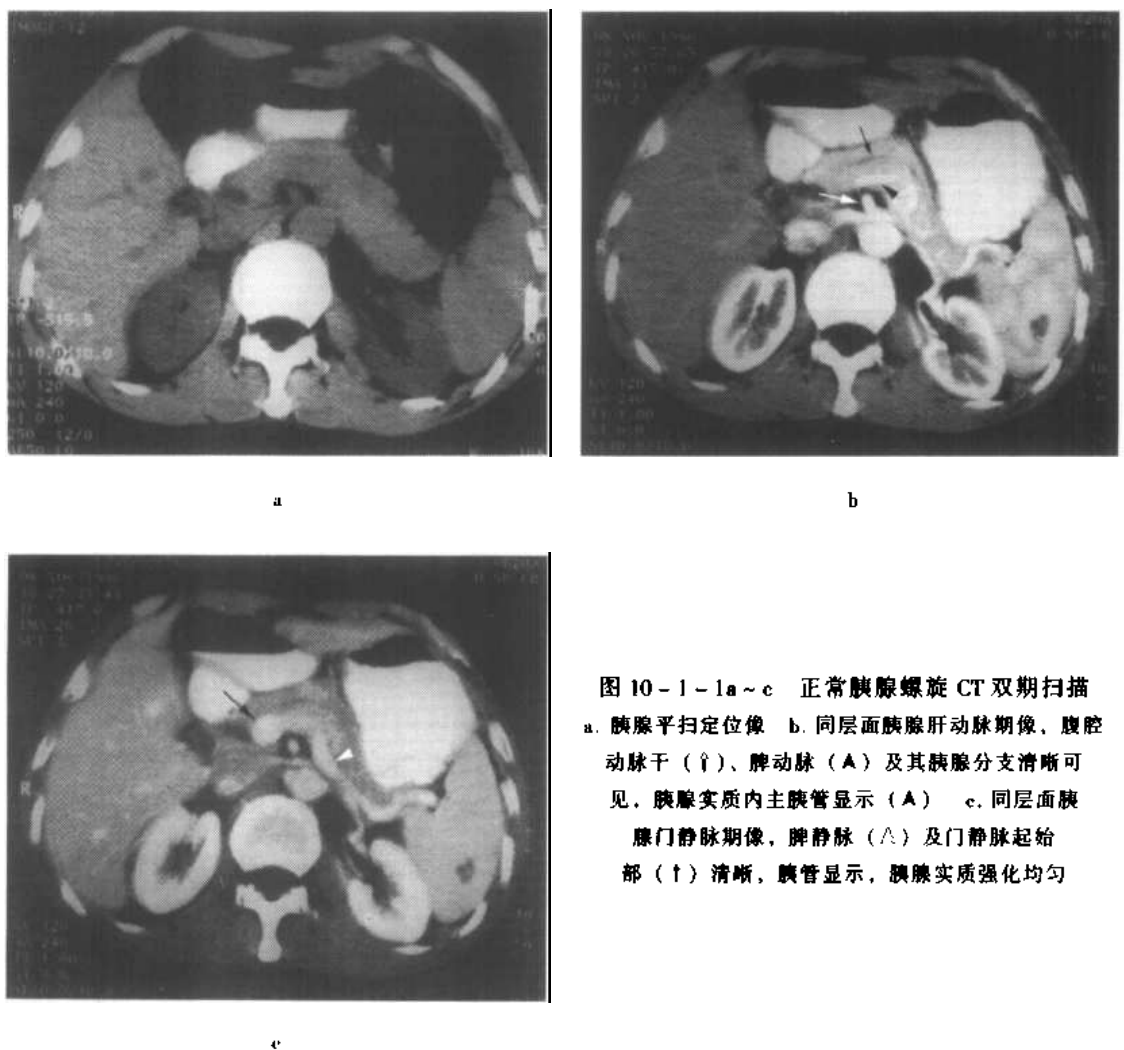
~c 正常胰腺螺旋 CT 双期扫描
